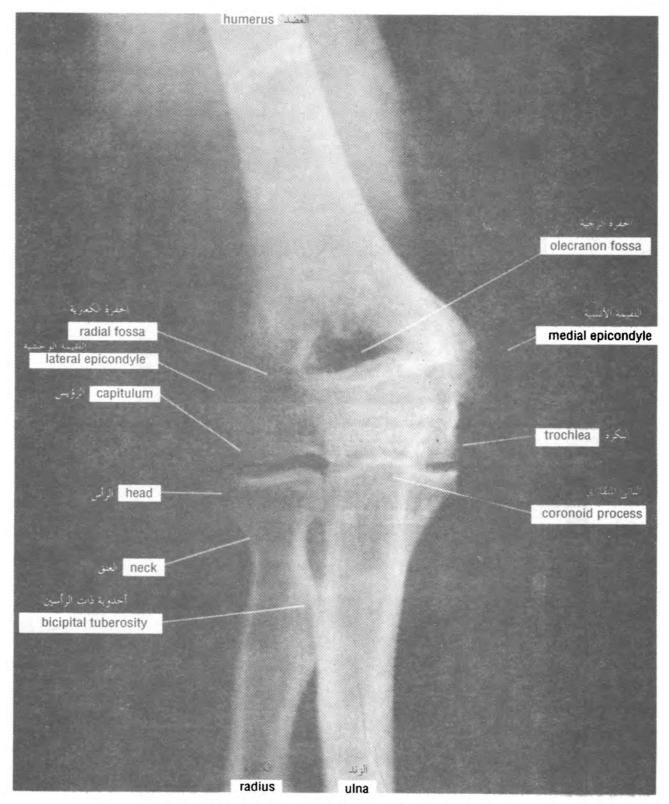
Anteroposterior radiograph of the elbow region in the adult. الشكل (9-65): صورة شعاعية أمامية خلفية لناحية المرفق عند البالغ.
